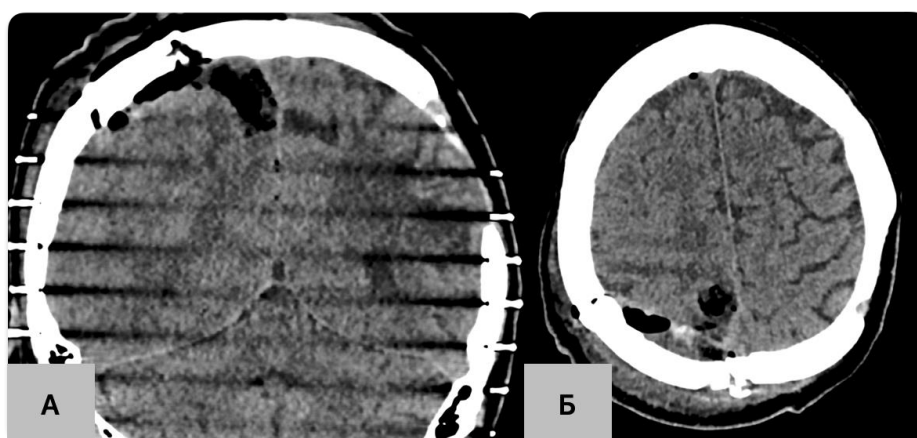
Післяопераційна мультиспіральна комп'ютерна томографія
